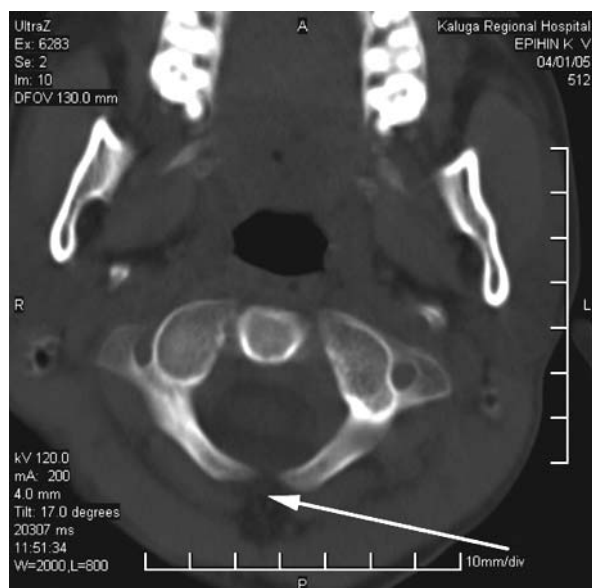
Рентгеновская компьютерная томография. Аксиальная проекция. Spina bifida posterior C1
